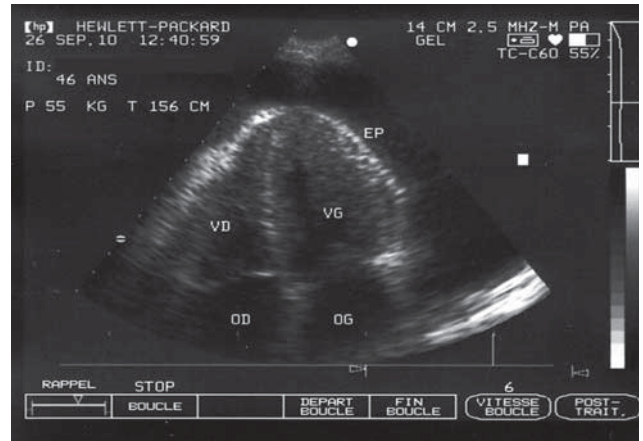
Echocardiogramme bidimensionnel en coupe apicale quatre cavités. Noter l'épanchement péricardique abondant, circonférentiel (observation 2).
